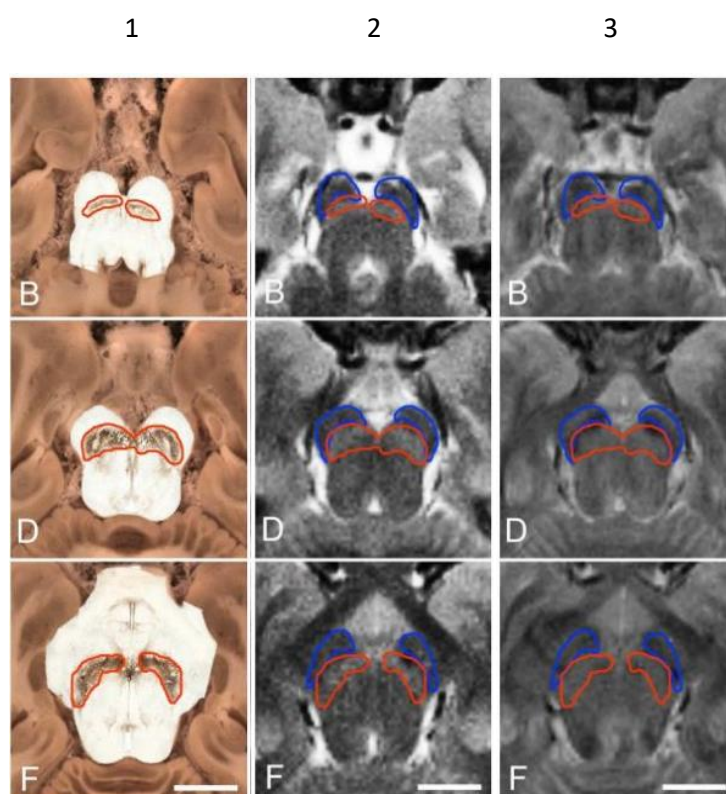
Comparativa entre los contornos de la SN (línea roja) obtenidos por distintas técnicas en los mismos cortes de un paciente con EP. Columna 1: bordes histológicos definidos por técnica de inmunohistoquímica de tirosina hidroxilasa. Columna 2: imágenes de MTC-MRI que muestran mayor concordancia con los bordes de la columna 1. Columna 3: imágenes de SE-EPI con menor coincidencia con los bordes de la columna 1²¹.
